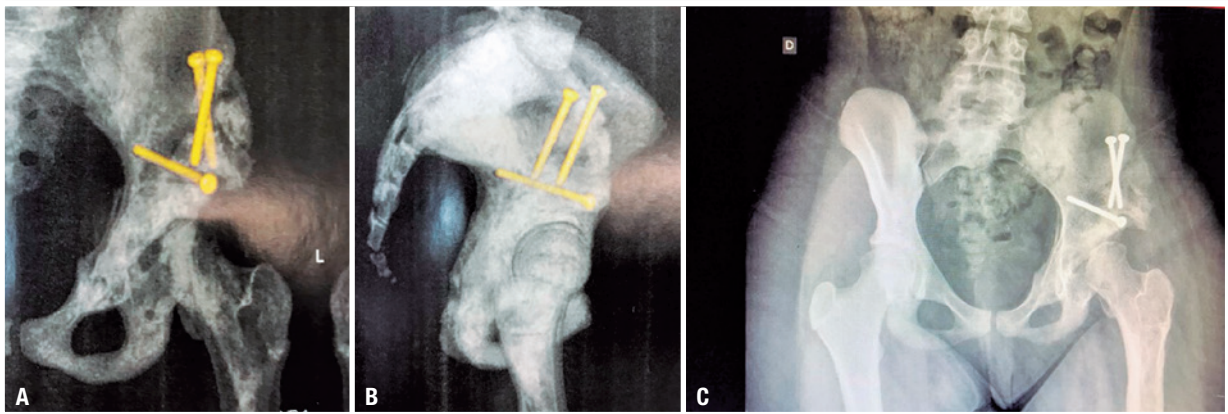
A e B. Tomografias com reconstrução 3D pós operatório. C. Radiografia pós-operatória após osteotomia periacetabular de Ganz
